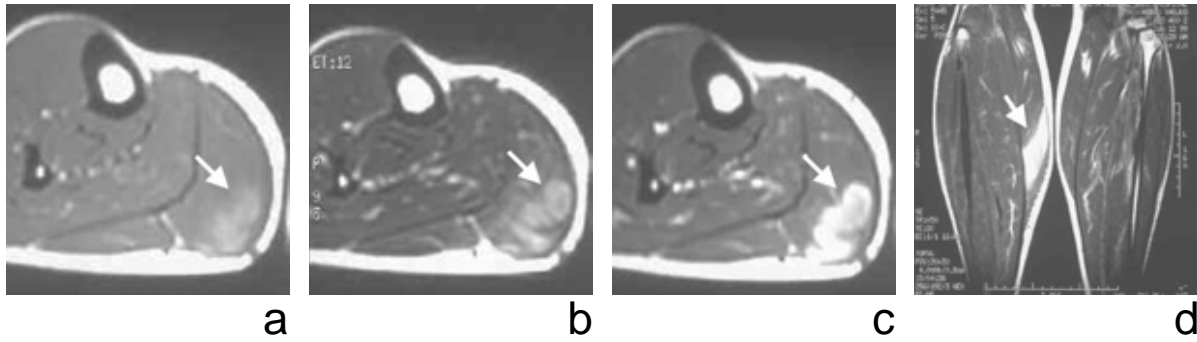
(a-c) Axial MR imaging shows a nodule of increased signal intensity with central decreased intensity (arrow) in the gastrocnemius muscle (a.T1WI, b.T2WI, c.T1WI with Gd enhancement). (d) Coronal contrast-enhanced T1 weighted MR image shows increased signal intensity (arrow) in the gastrocnemius muscle.
